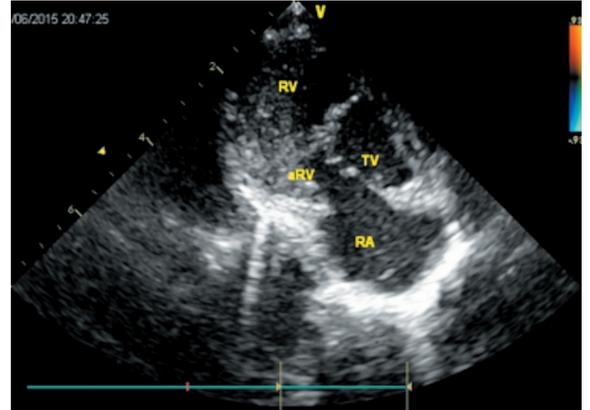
Эхокардиография. Проекция по длинной оси правого желудочка бессимптомного новорожденного с аномалией Эбштейна; RV – правый желудочек, TV – трикуспидальный клапан, aRV – атриализованная часть правого желудочка, RA – правое предсердие
